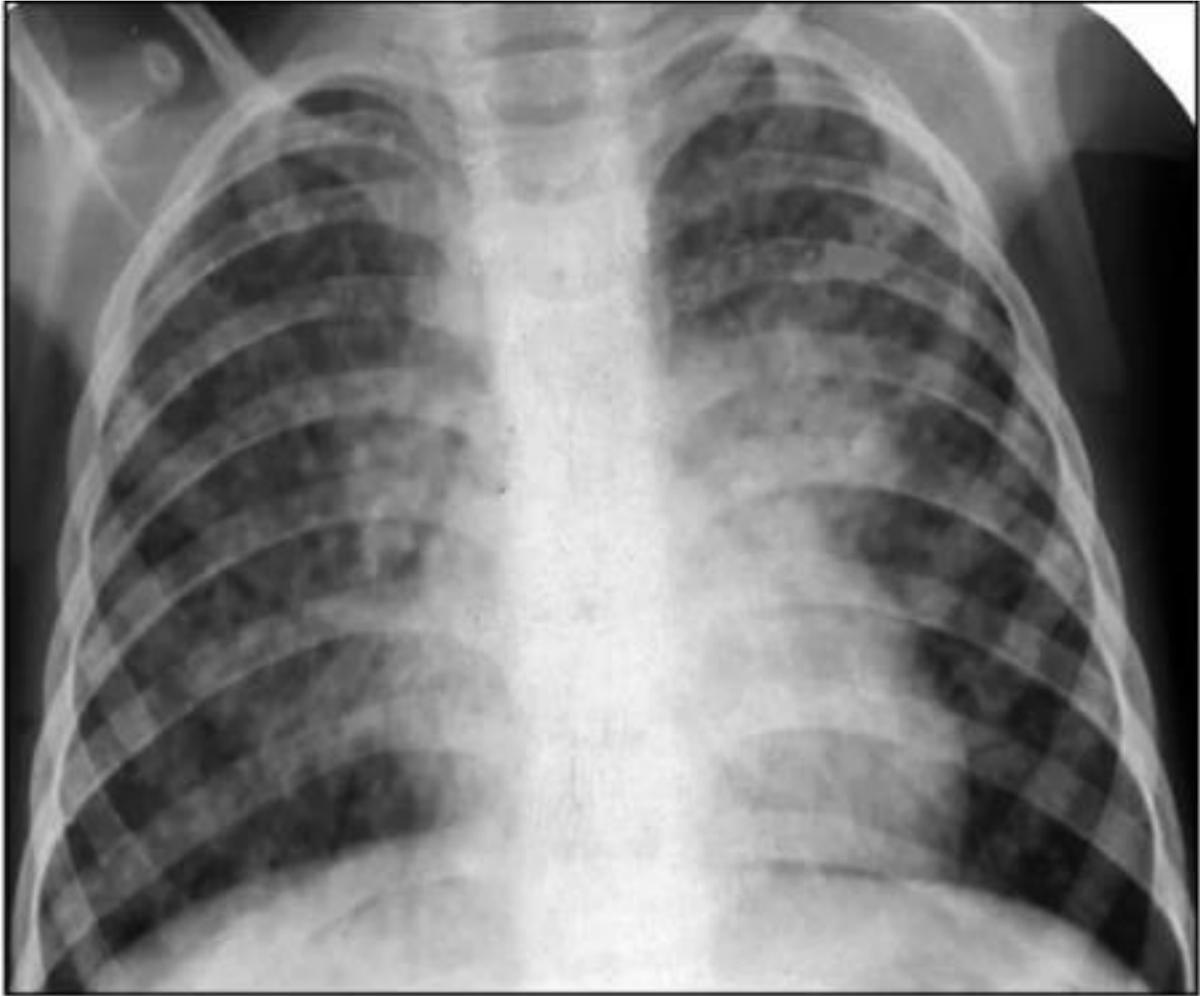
2. - Рентгенограмма ОГК ВИЧ-инфицированного пациента, диссеминированная туберкулёза в фазе распада подострый течения
